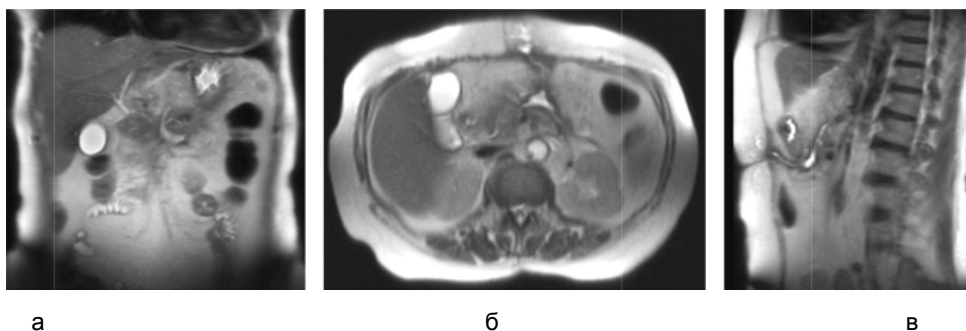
МРТ пациентки 62 лет с исходом острого панкреатита. Последствия центрального некроза на уровне шейки и тела поджелудочной железы с разрушением главного панкреатического протока и формированием панкреатического свища:
